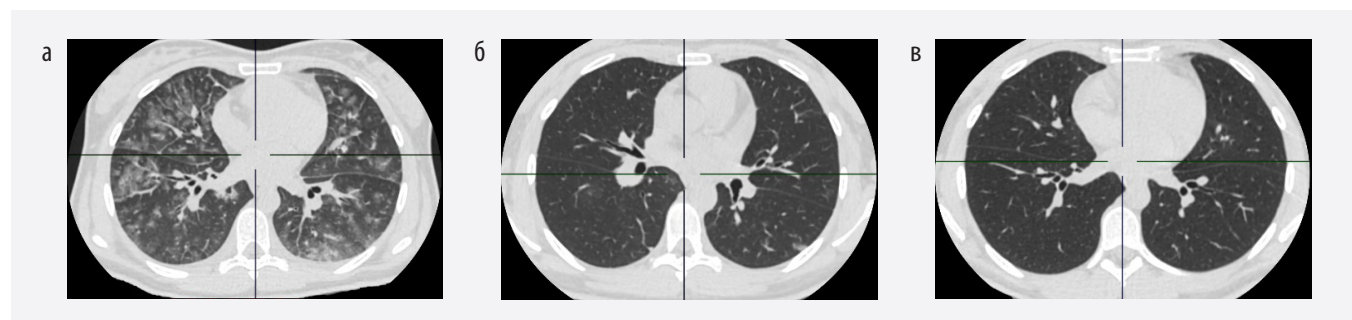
Динамика изменений в легких у пациентки 28 лет. а – КТ-4 в острую фазу, б – КТ-1 при выписке (спустя 8 сут.), в – полный регресс изменений через 235 дней после выписки
